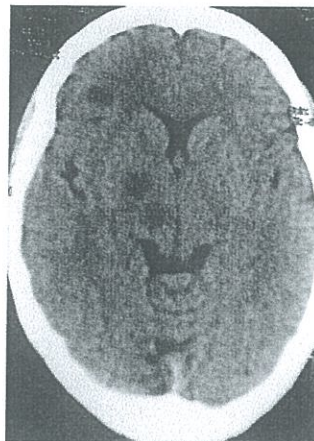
TAC simple de encéfalo en la que se observa múltiples lesiones redondeadas hipodensas en los núcleos de la base (HCAM)
